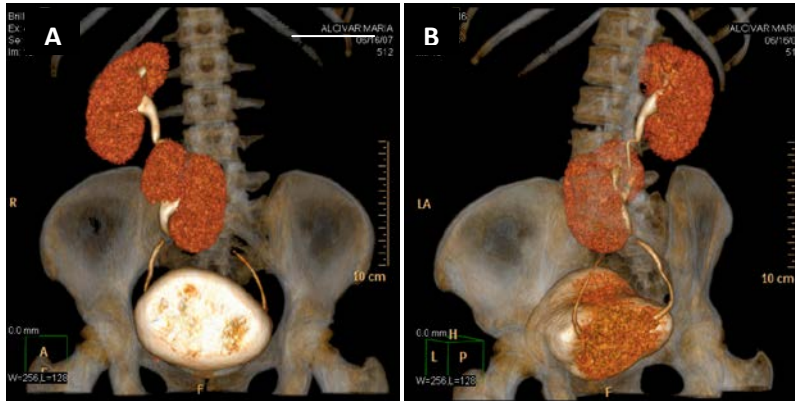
ERC sin fusión en una mujer de 57 años de edad. Reconstrucción volumétrica en TC. (A) Coronal. Fosa renal izquierda vacía y RE izquierdo en posición lumbar contralateral, que no contacta con la unidad renal derecha. (B) Sagital oblicua. Obsérvese el cruce ureteral con inserción vesical de éstos conservada.
